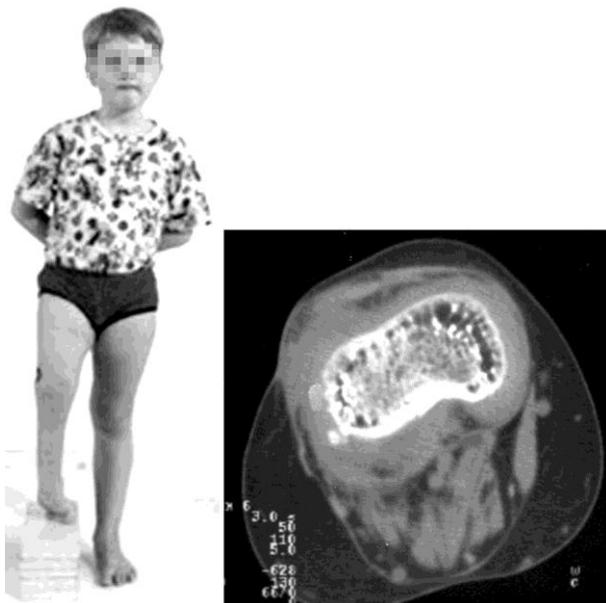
Фото больного Ж., 6 лет, и компьютерная томограмма сустава до лечения
